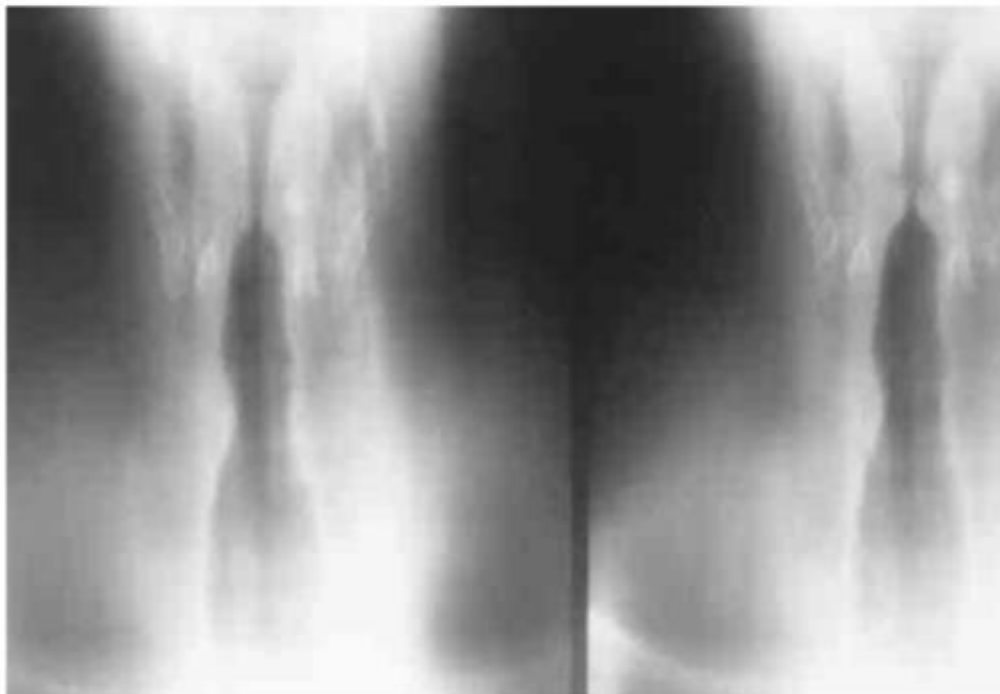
Tomographie du larynx
